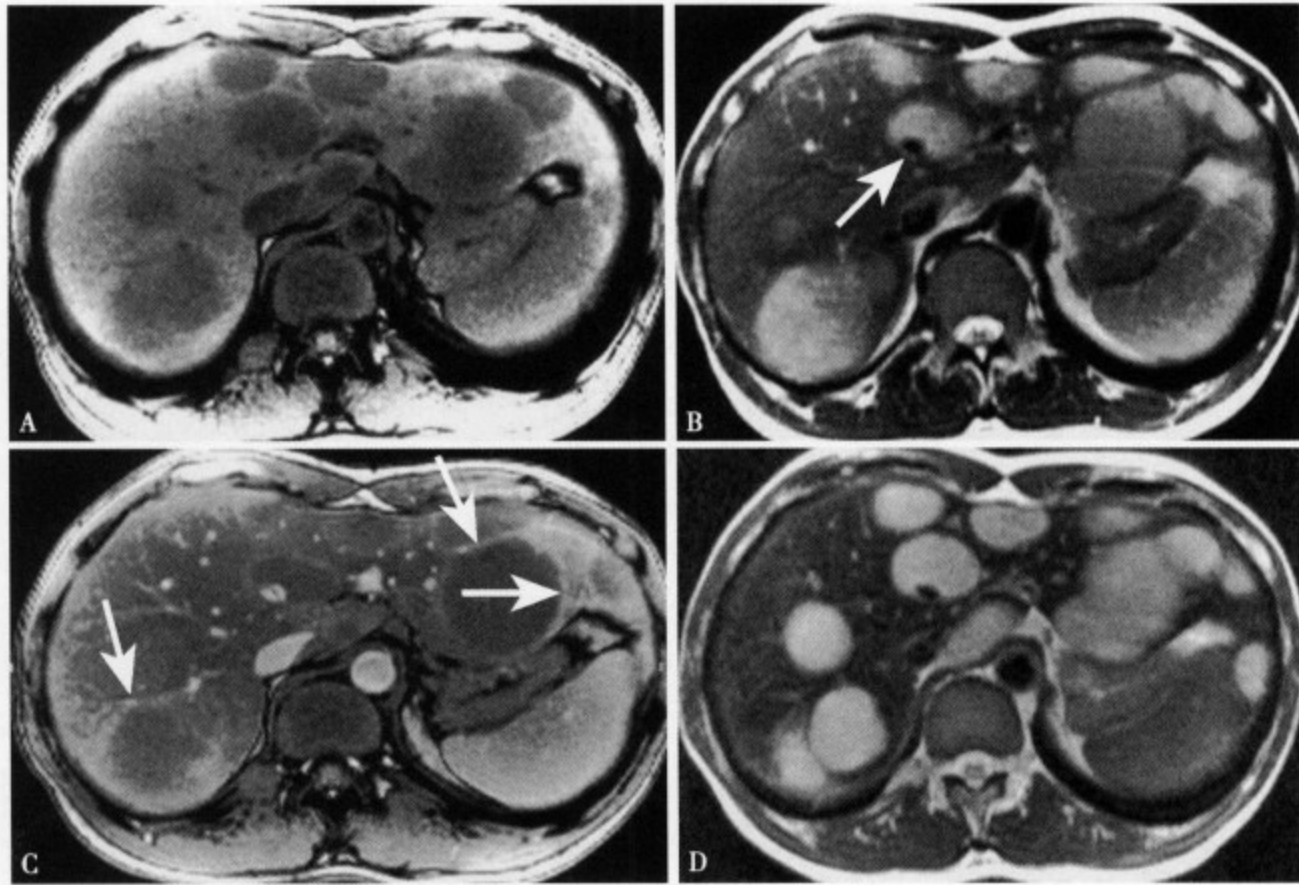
MRI T₁WI (A) 肝内显示多发性结节状低信号病灶, 边缘大多清楚, 呈圆形, 直径 3~4cm; T₂WI (B) 肝内多发性结节病灶呈高信号, 边缘光整清楚, 部分病灶内可见流空的血管 (↑); SPIO 增强 T₁WI (C) 肝实质和肿瘤信号几乎一致呈等信号, 但肿瘤的边缘部可见不规则形环状高信号 (↑); SPIO 增强 T₂WI (D) 肝实质信号减低呈低信号, 而肿瘤呈边缘清楚的圆形高信号
